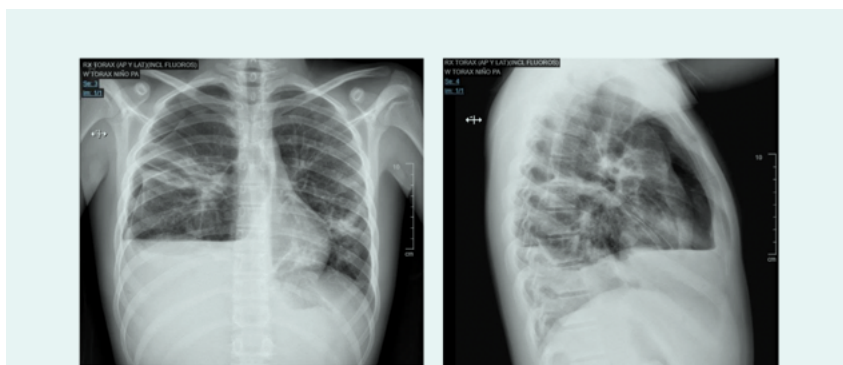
Radiografía de tórax anteroposterior y lateral al ingreso del caso clínico 2. Derrame pleural derecho con foco de condensación pulmonar en LM y LII, con neumotórax apical derecho.
